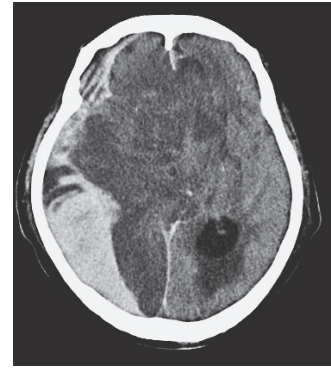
頭部CT. 急性硬膜下血腫および著明なmass effect, 右大脳半球虚血を認める.
